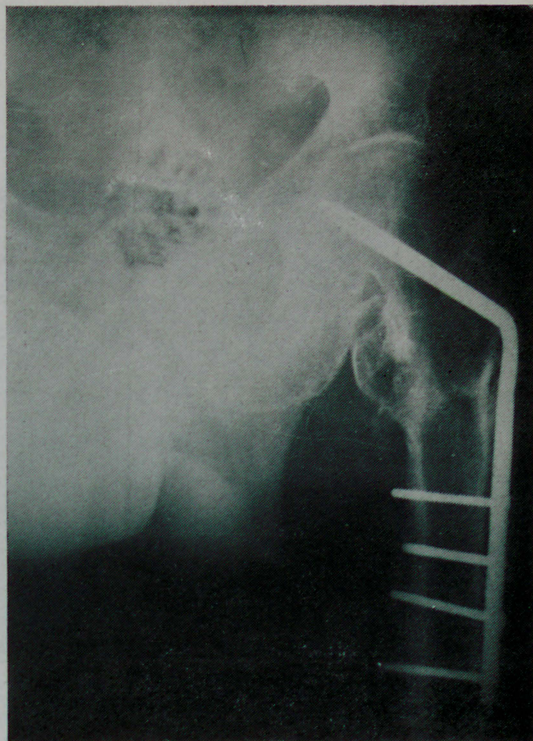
Caso 3 — Radiografia de face. Contrôlo posoperatório de 9 meses. Fratura consolidada. Lâmina longa.
